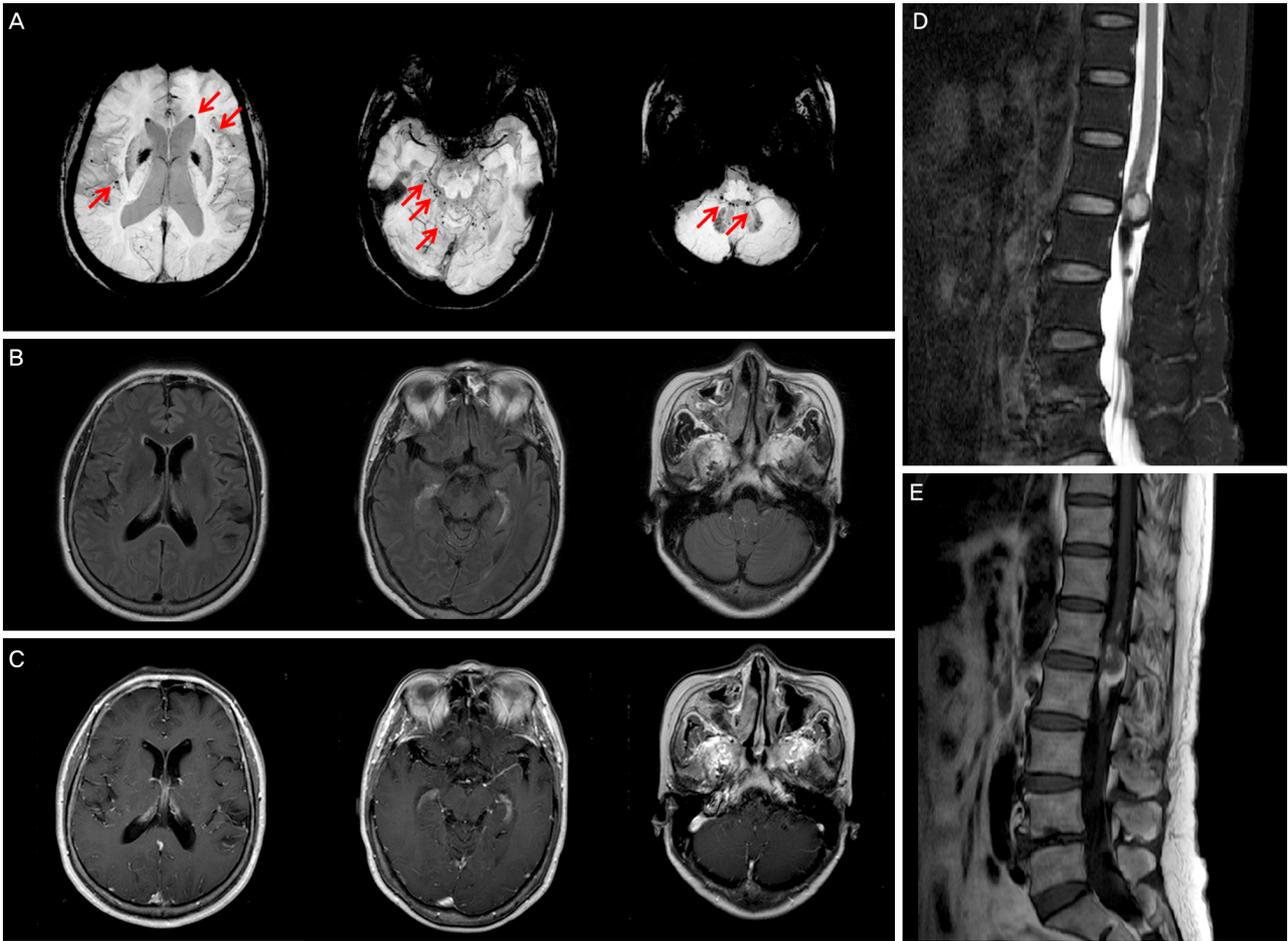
Magnetic resonance image of the brain and lumbar spine. Susceptibility-weighted image (A) showed multiple scattered dot-like susceptibility artifacts. And fluid-attenuated inversion recovery (B) and T1-enhanced (C) images showed high signal intensity lesions at both anterior horn of lateral ventricle, both sylvian cistern, supracerebellar cistern, cerebellum, 4th ventricle and foramen of Luschka. T2-weighted sagittal (D) and T1-weighted sagittal (E) images showed approximately 3.5 cm-sized fatty mass with internal cystic portion at L1-2 level.
